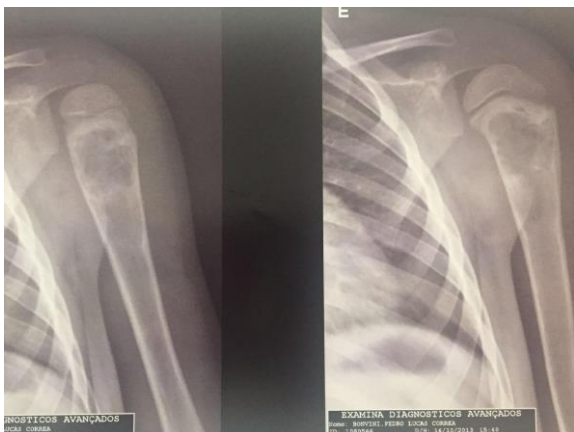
Radiografia do terço proximal do úmero realizado no dia 16/03/2014 com consolidação da fratura sem preenchimento ósseo dentro do cisto.
